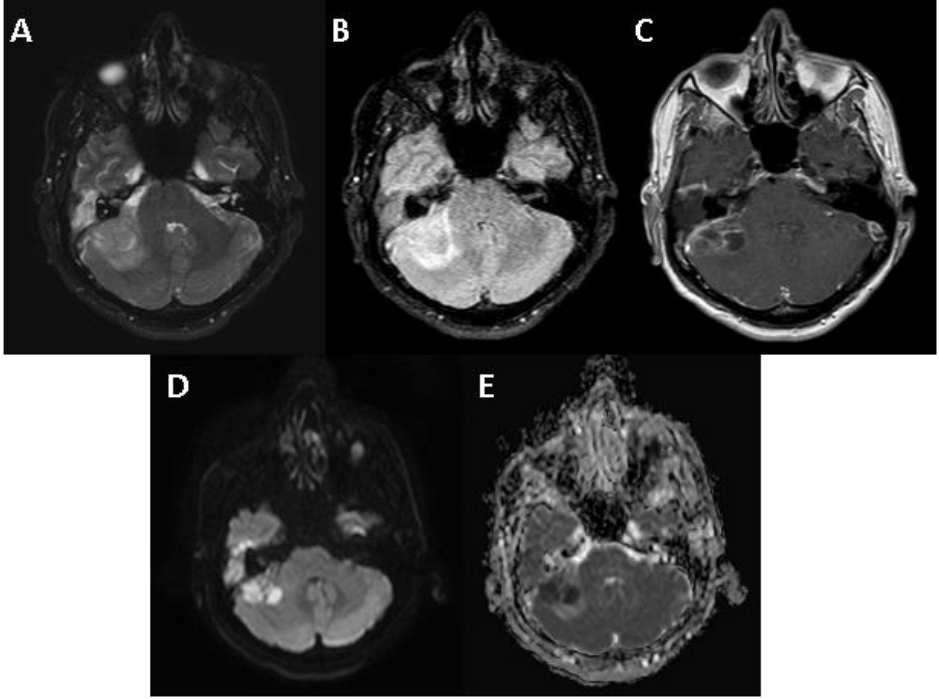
Konvansiyonel MRG. 60 yaş erkek, IDH-wild tip evre 4 glioblastom olgusu. Sol temporal bölgede izlenen tümör içerisinde difüzyon ağırlıklı sekanslarda(A-B) difüzyon haritada(A) hiperintens, ADC haritada(B) hipointens difüzyon kısıtlaması, T2A aksiyel seride (C) ve T2 FLAIR(D) seride hiperintens, postkontrast T1A(E) seride periferik-halkasal kontrastlanma gösteren kitle gösterilmiştir.
